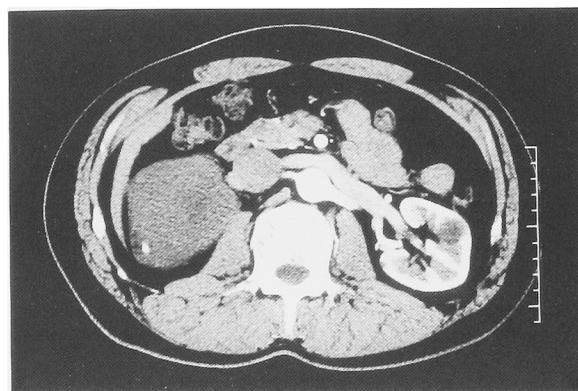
Contrasted-enhanced computed tomographic (CT) scan demonstrates a well-circumscribed, homogeneous mass that measures 10×11 cm just above the right kidney. A small calcification is seen.
